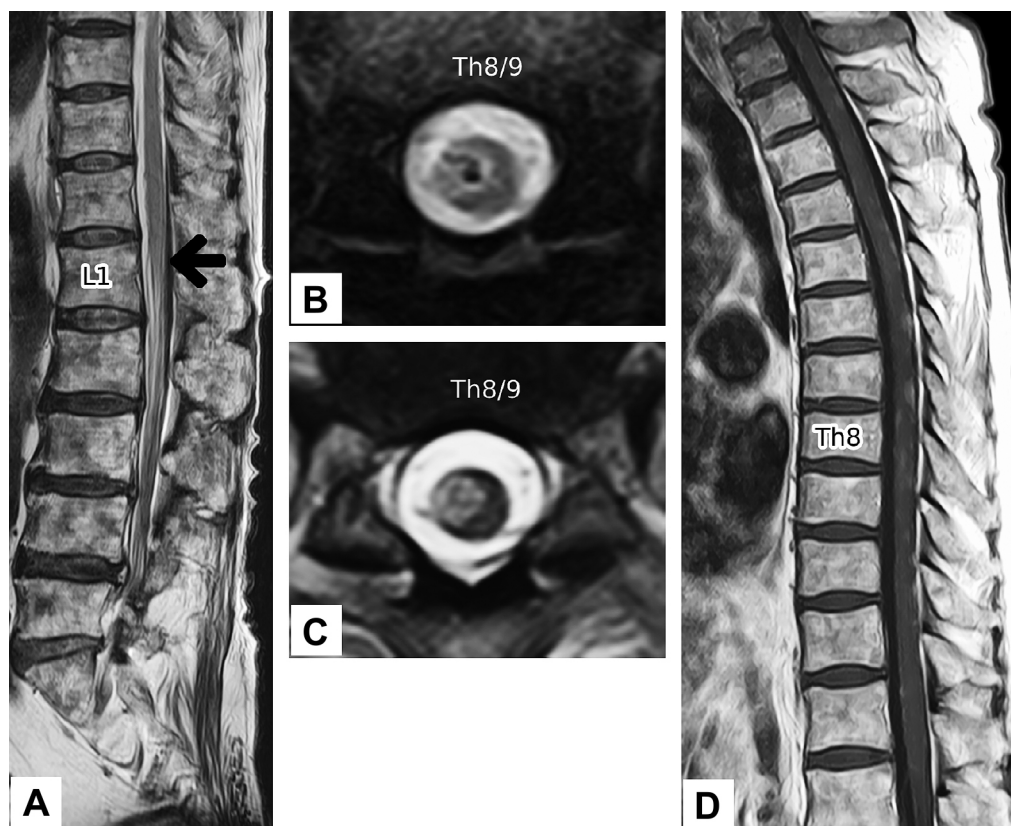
Spinal cord MRI (1.5 T).
